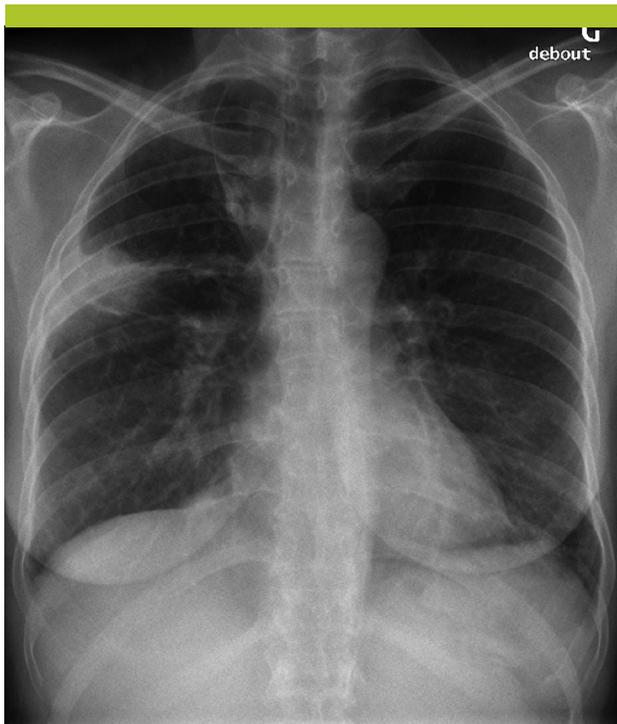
Radiographie thoracique après 3 mois de traitement antibiotique
